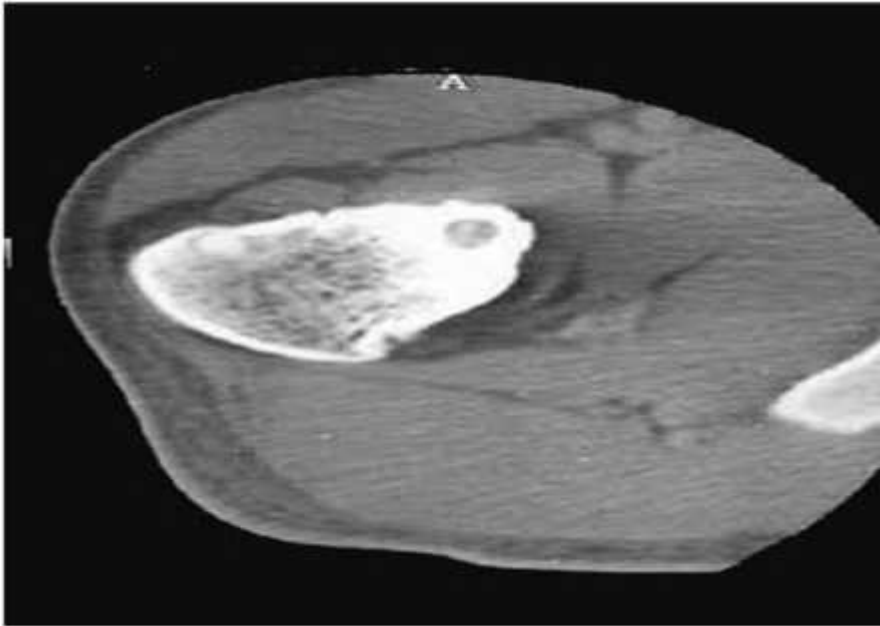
TDM de la hanche qui montre une petite image lacunaire corticale sur la face inféro- interne du col fémoral gauche mesurant 1cm avec discontinuité corticale en regard et condensation avec discret épanchement articulaire réactionnel .
